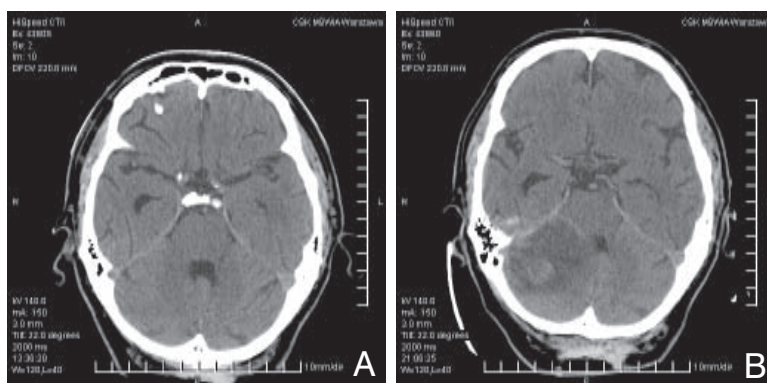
Chory w wieku 55 lat z niedowładem połowicznym lewostronnym. W tomografii komputerowej, wykonanej w drugiej godzinie od wystąpienia objawów udaru (A) nie uwidoczniono zmian. W badaniu w trzeciej dobie od wystąpienia udaru (B) uwidoczniono hipodensyjny obszar obejmujący prawie całą prawą półkulę ze słabo zaznaczonym efektem masy
